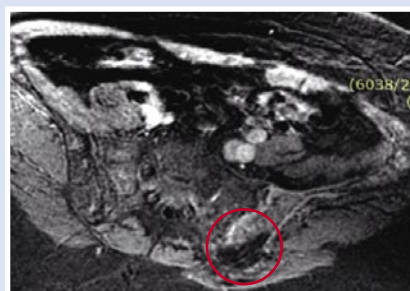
МРТ после ФУЗ-абляции
